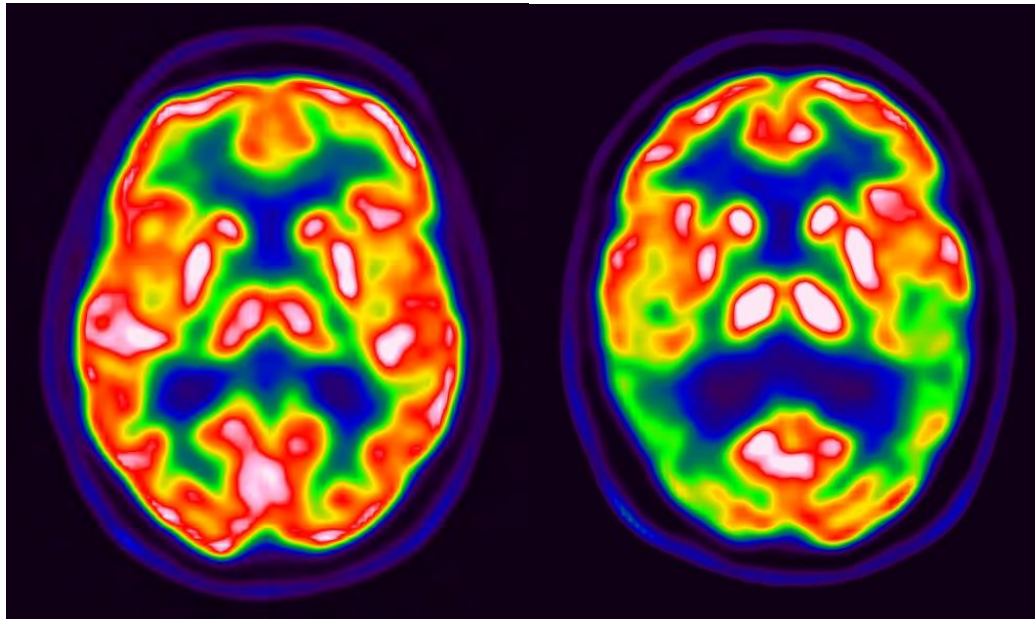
Exemple d'examen TEP-TDM au FDG. A gauche : examen TEP normal, à droite : Maladie d'Alzheimer en TEP-TDM au FDG (Hypofixation temporo-pariétale bilatérale, Médecine Nucléaire CHU Toulouse Pr Payoux)
